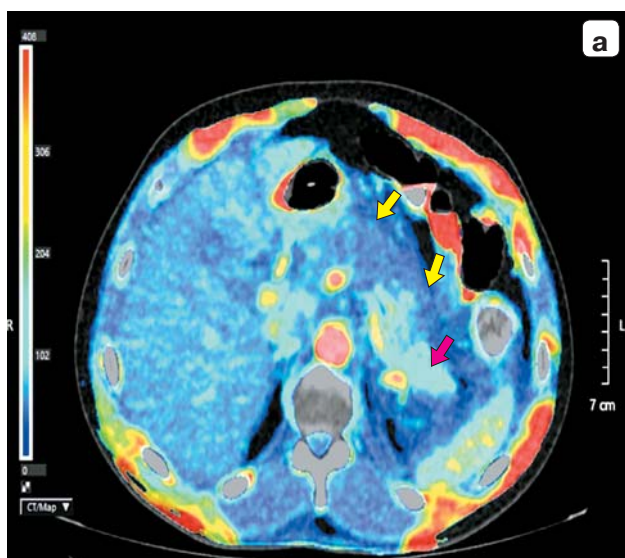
Острый деструктивный панкреатит: а – перфузионная компьютерная томограмма, цветовая карта, 1-е сутки болезни, уменьшение АФ в теле ПЖ (указано желтыми стрелками), нормальная АФ в хвосте (указан красной стрелкой); б – компьютерная томограмма, 9-е сутки болезни, аксиальная проекция, некроз в области тела 18 HU (указан желтыми стрелками), жизнеспособная паренхима в хвосте ПЖ 79 HU (указана красной стрелкой) – 1-й тип конфигурации некроза.
